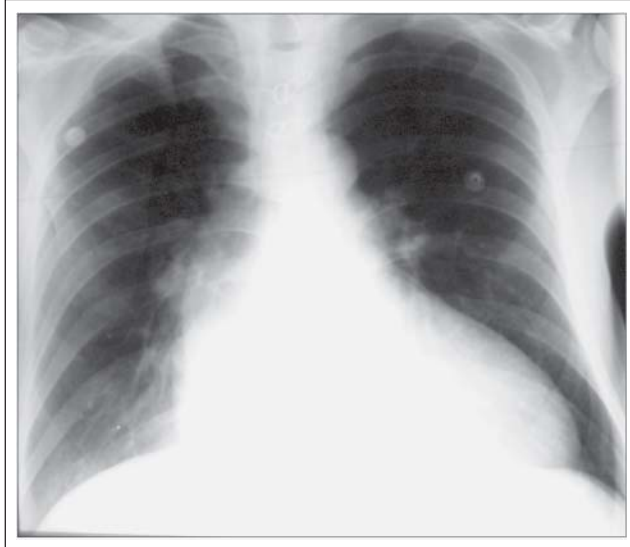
Thorax-Röntgen p.a. vom Februar 2001: deutlich myopathisch dekonfigurierter Herzschaten
